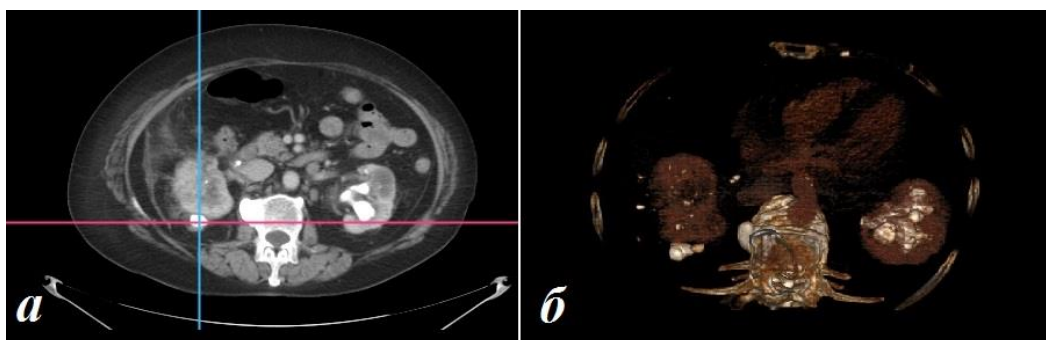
Пациентка П. Нативный аксиальный скан (а) и 3d-реконструкция паренхиматозной фазы (б) при послеоперационной компьютерной томографии: осколки вне оперированной правой почки; коралловидный конкремент слева
